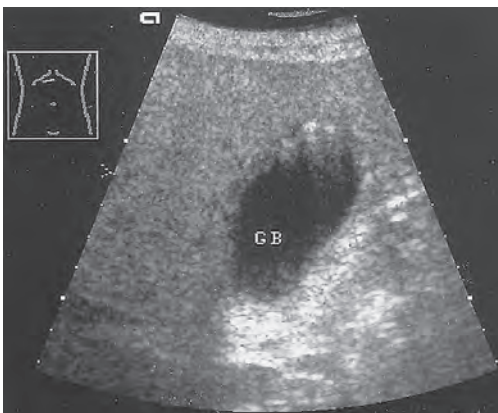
«Рифленый желчный пузырь» при холестерозе. При УЗИ определяются эхогенные островки в стенке желчного пузыря с реверберациями, обусловленными отложением в стенке кристаллов холестерина (по Г.Шмидту, 2009).
